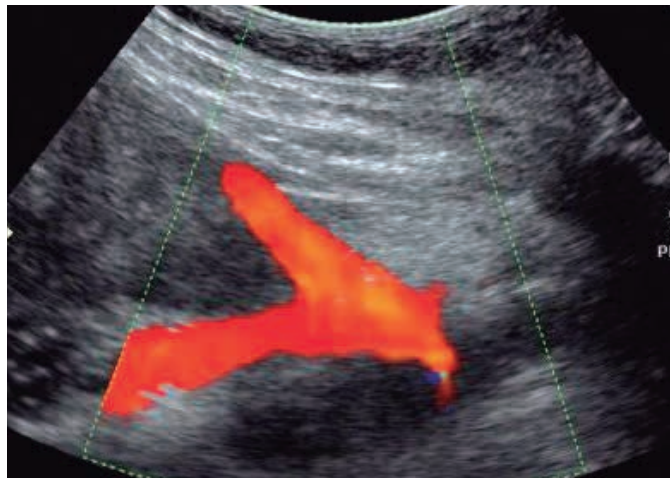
Doppler das artérias uterinas no cruzamento com os vasos ilíacos
